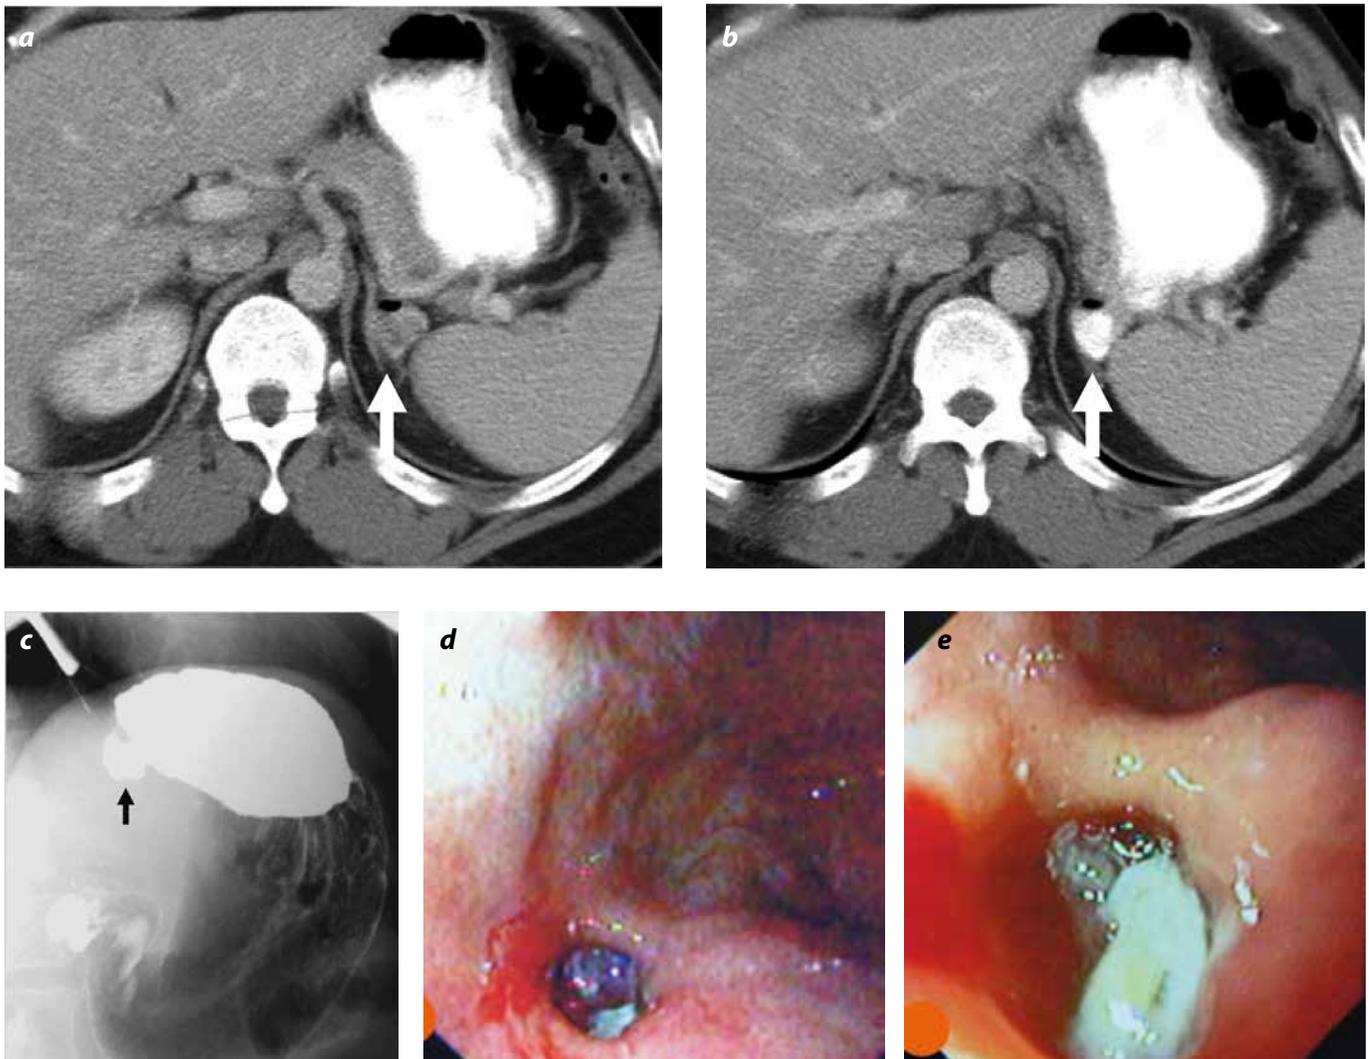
(a, b). Divertículo congénito posterior en el fondo gástrico característico por TC de abdomen con medio de contraste oral positivo. El divertículo se encuentra lleno de medio de contraste positivo y con el signo de la burbuja (flecha blanca). (c). En un estudio baritado del tracto digestivo superior el divertículo se manifiesta como una imagen de refuerzo del contraste bien definida, posterior en el fondo gástrico (flecha negra). (d, e). Imagen característica de un divertículo congénito, visualizada endoscópicamente.
